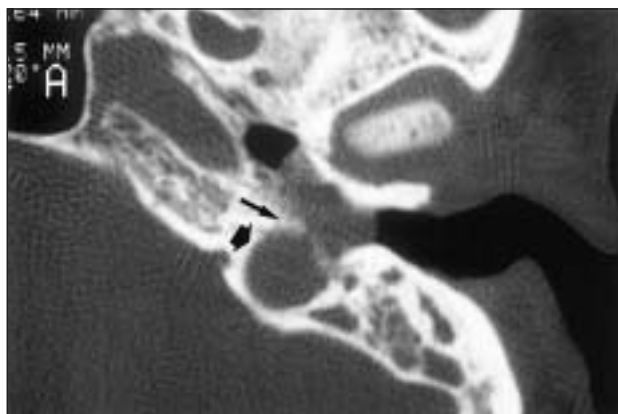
Caso 3. TAC: masa en oído medio que afecta a epitímpano, antro mastoideo, sin erosión de la cadena de huesecillos y abombamiento de la membrana timpánica, que ocupa también el agujero yugular.
